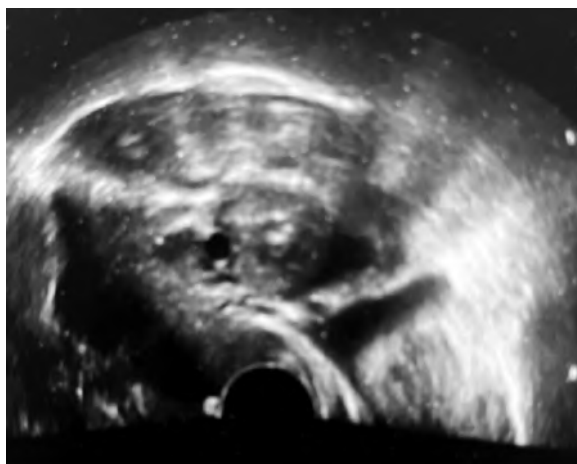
Данные УЗИ: определяется свободная жидкость в брюшной полости
